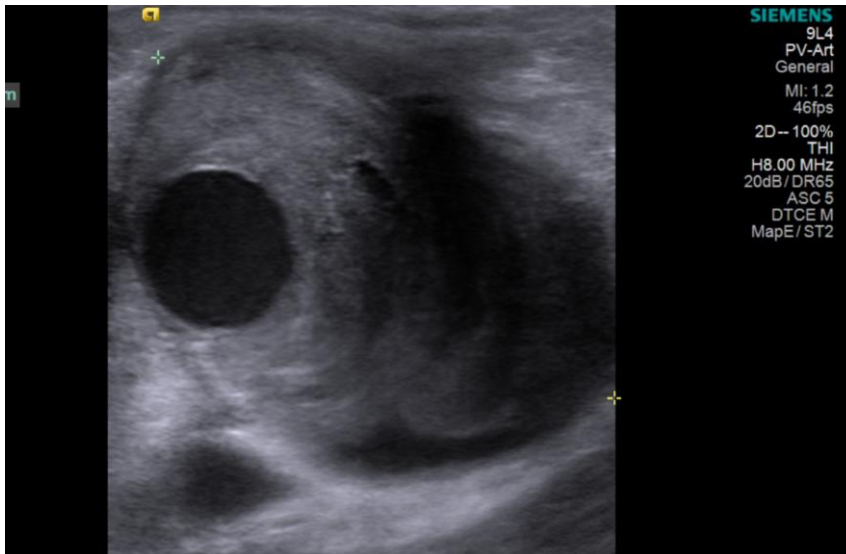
Kazuistika 1, USG pravého třísla z 18. 11. 2010
